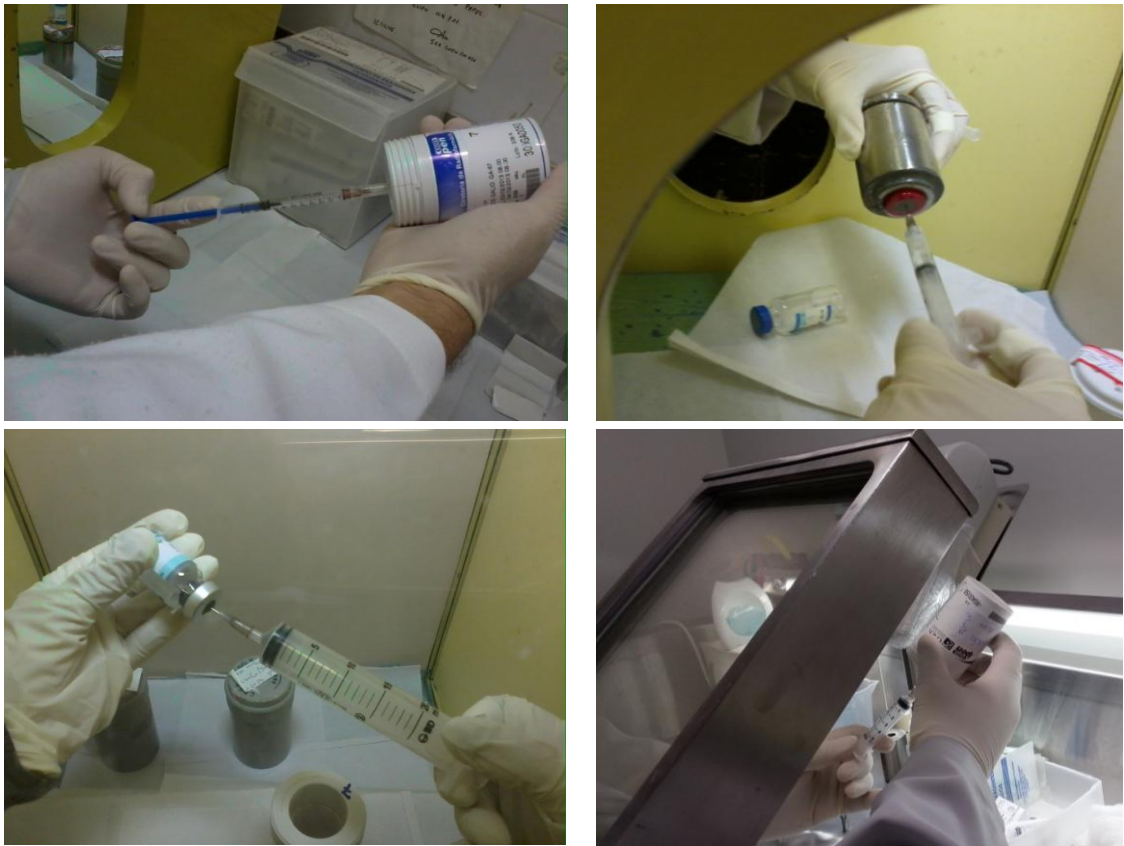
Exemplos de fracionamento em um SMN com SPECT.
